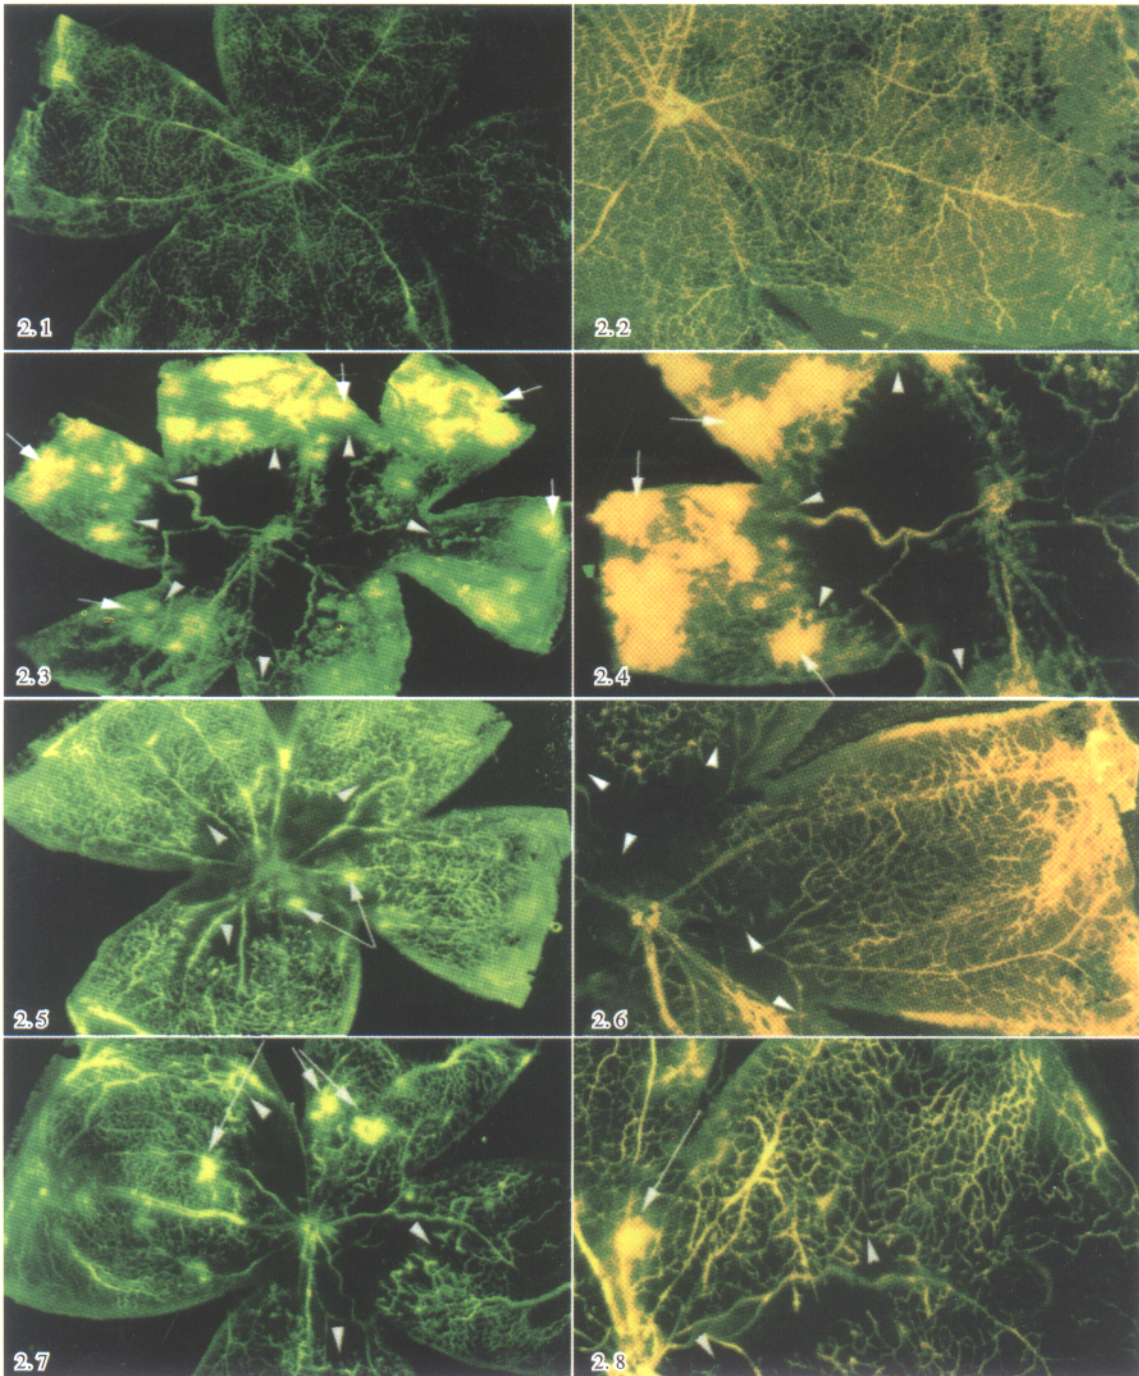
Hep-A 和 Hep-B 抑制血管增殖性视网膜病变的荧光素灌注视网膜平片改变
